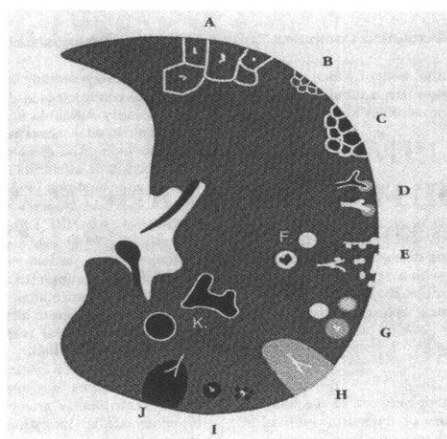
High-resolution CT findings of lung disease.
